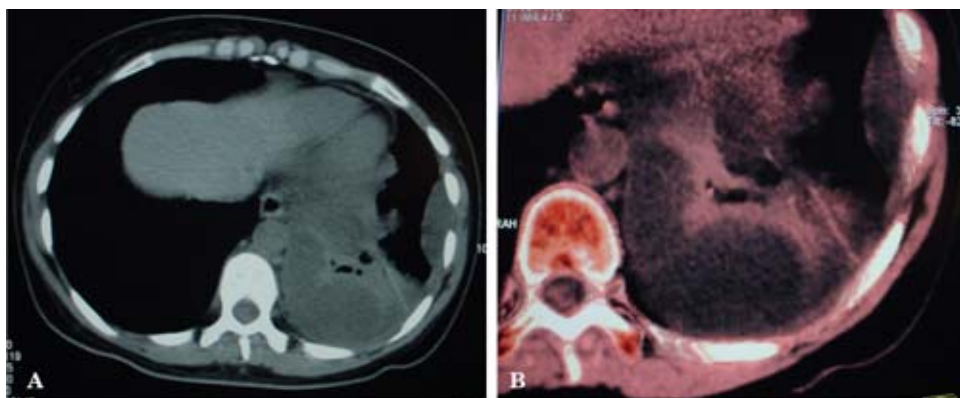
A. TC de tórax con la presencia de derrame pleural loculado que se ubicó en la porción más posterior, así como medial y lateral basal del lóbulo inferior izquierdo. Neumonía ubicada en el segmento medio basal del lóbulo inferior izquierdo con áreas de neumonitis adyacentes y que se acompañaban de atelectasias que afectaban parcialmente los segmentos medio, posterior y laterobasal del lóbulo inferior izquierdo. B. Reconstrucción del estudio previo de TC en donde se muestra el palillo de madera en medio de ambos lóculos.
